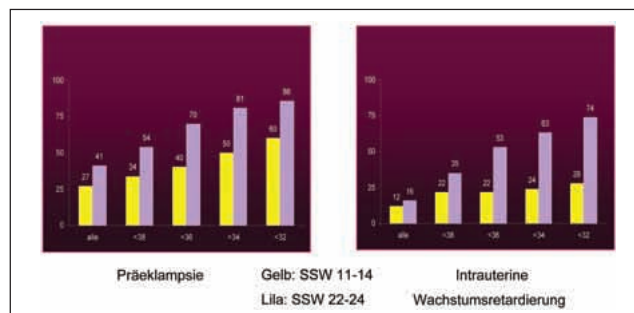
Sensitivität des A. uterina-Dopplers (Gelb: SSW 11–14, Lila: SSW 22–24)
